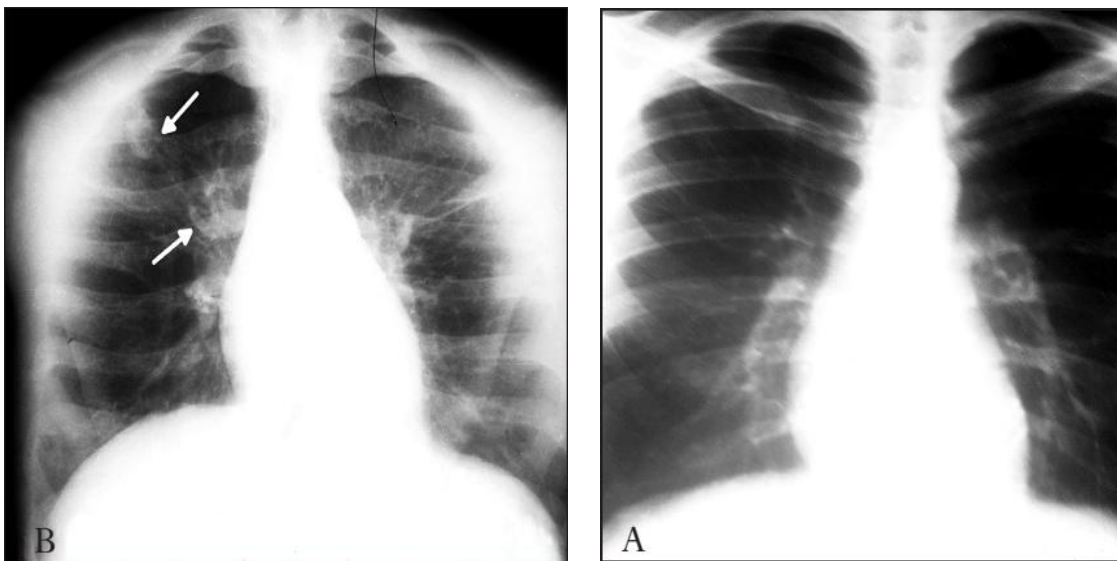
Em B, incidência ápico-lordótica, com opacidade infraclavicular e hilar direita que não é visualizada na radiografia com incidência pósterio-anterior (PA) (Setas). Em A, no mesmo doente, RX aparentemente normal em doente sintomático.<sup>16</sup>
